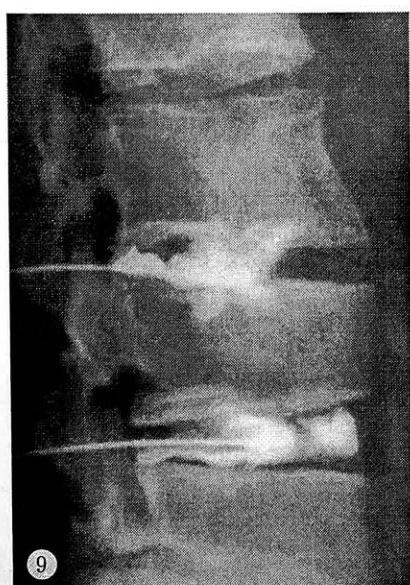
Тело L4 позвонка без рентгенологических признаков грыжи Шморля.
